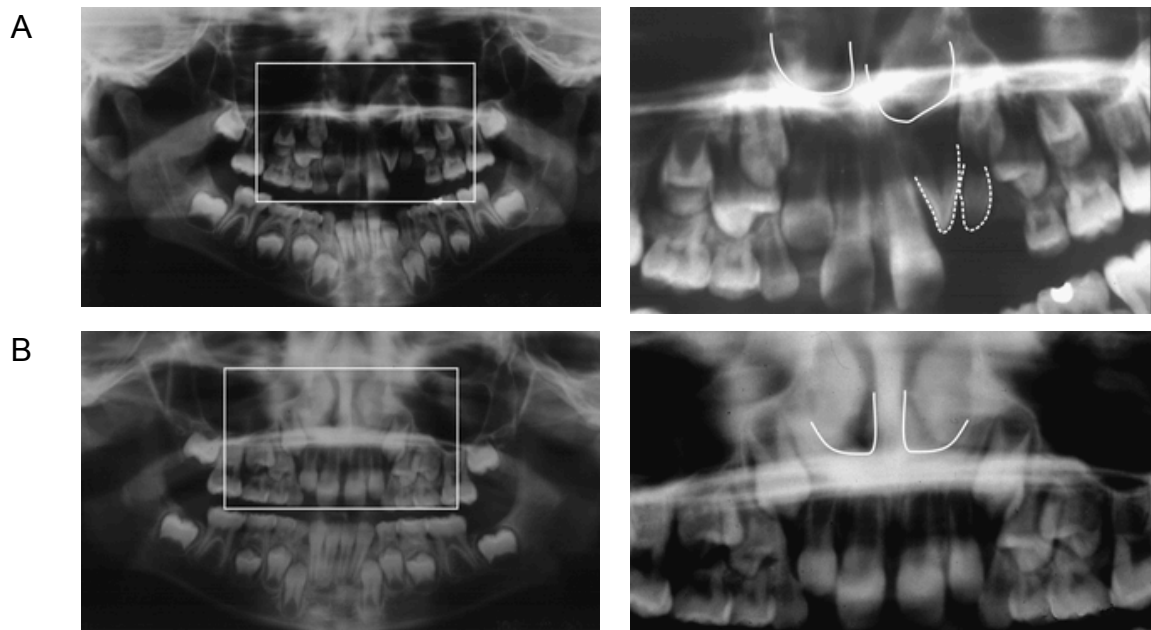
A- Orthopantomogramme d'un garçon de 10 ans ayant une fente labiale gauche : le plancher nasal gauche est bas situé par rapport au côté droit et il y a une incisive latérale permanente surnuméraire.
